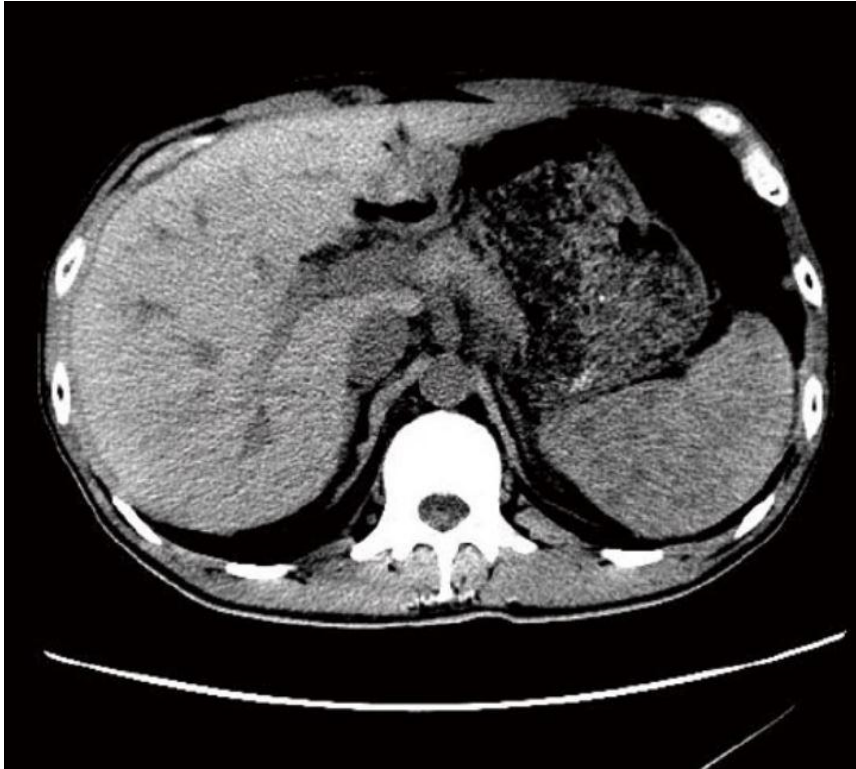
Abscès TDM d'une tuberculose splénique diffuse [211]
